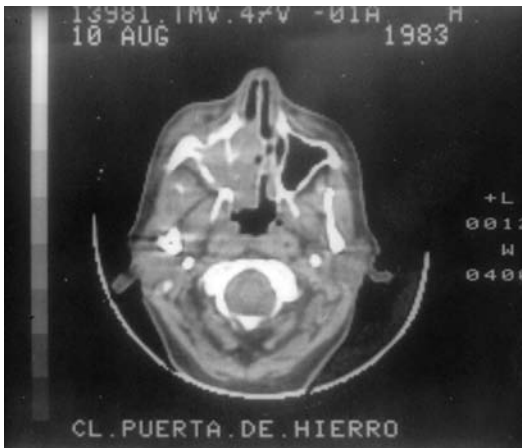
Imagen de TC en plano axial de un carcinoma epidermoide etmoidomaxilar derecho, que muestra múltiples erosiones óseas, con invasión de fosa y rinofaringe.
